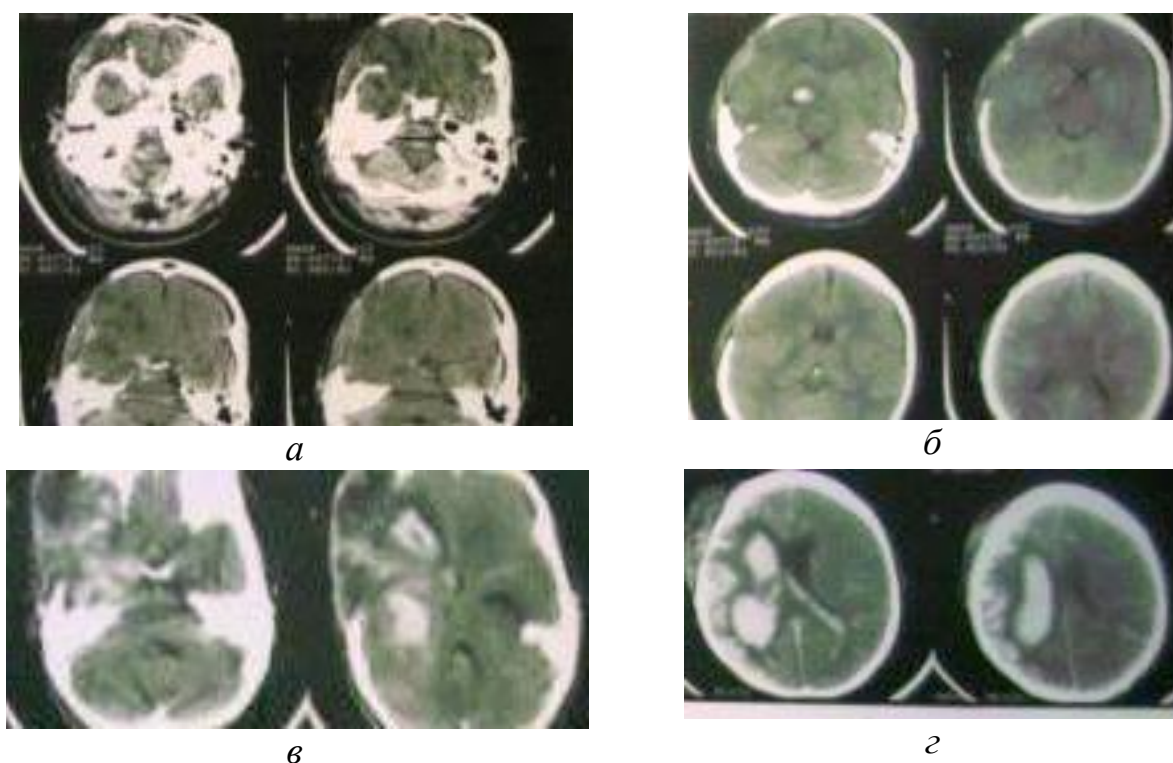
Данные компьютерной томографии на момент госпитализации (а, б) и после появления признаков каротидно-кавернозного соустья (в, г).
